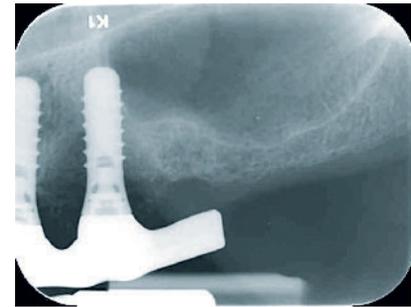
Röntgenologische Ausgangssituation der Implantate in regiones 23 und 24. Hier ist am Implantat in regio 24 ein sehr weit fortgeschrittener periimplantärer Knochenabbau mesial und distal erkennbar.
